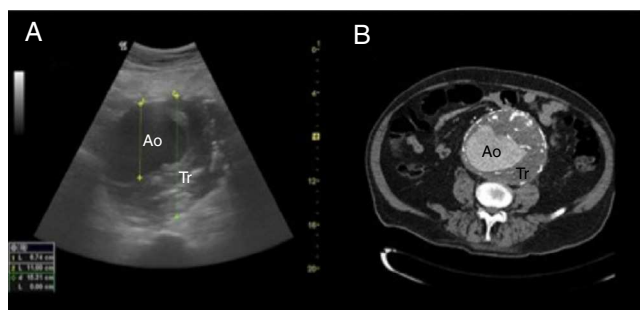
A) Corte transversal de ecografía abdominal que muestra un gran aneurisma de aorta abdominal (luz arterial [Ao], trombo mural [Tr]). B) Tomografía axial computarizada abdominal del mismo paciente.
